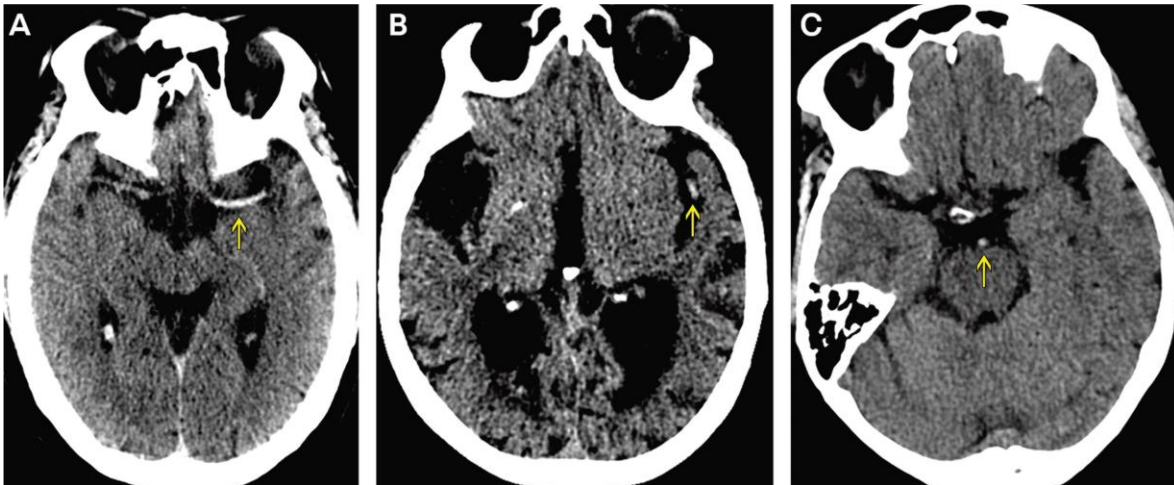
Tomada de (1). Ejemplos de signos de vasos hiperdensos en imágenes de TC sin contraste.
